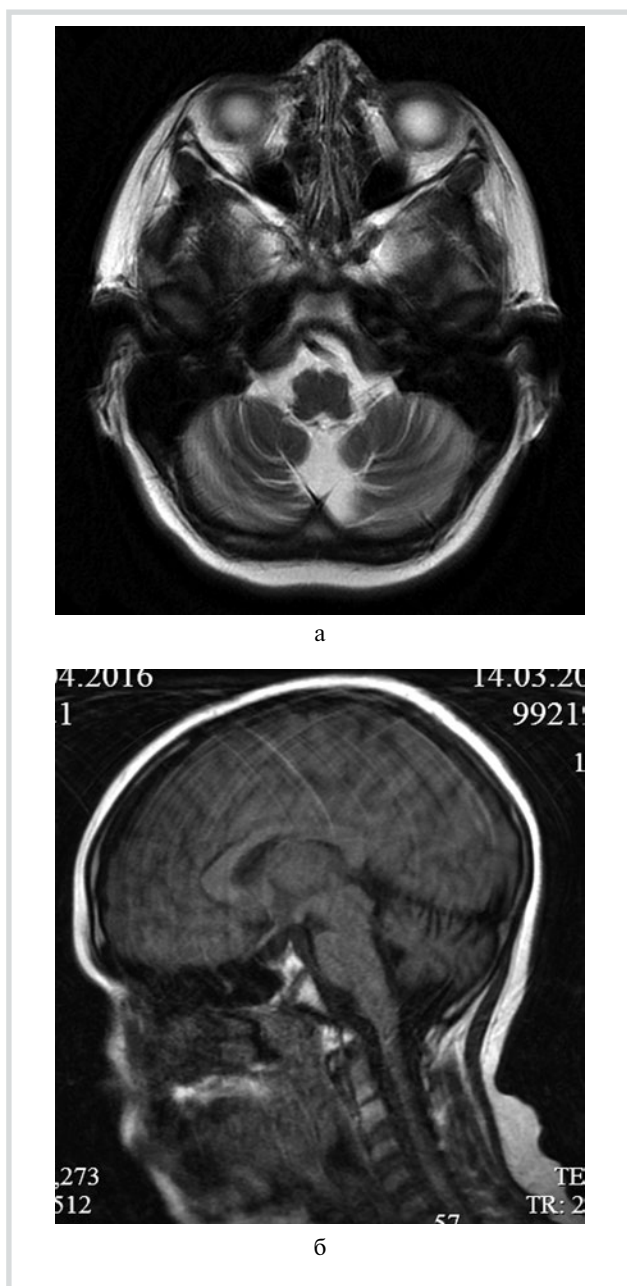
МРТ больного П.: атрофия полушарий мозжечка. Диагноз: АОА4.
